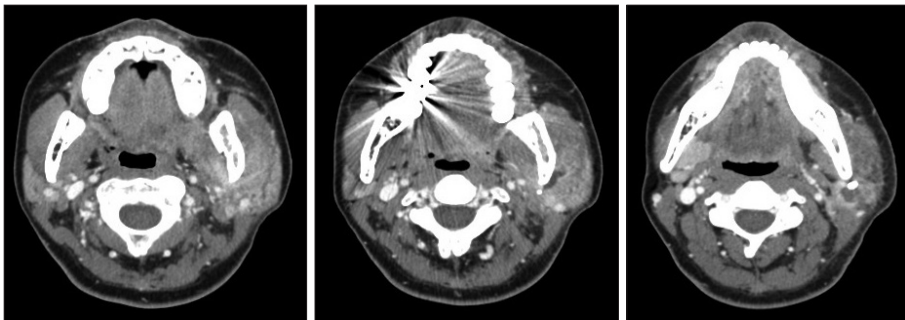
Axial image of neck CT scan. Drian tube insertion for left parotid abscess. Much decreased size and small residual abscess in the left parotid gland.
